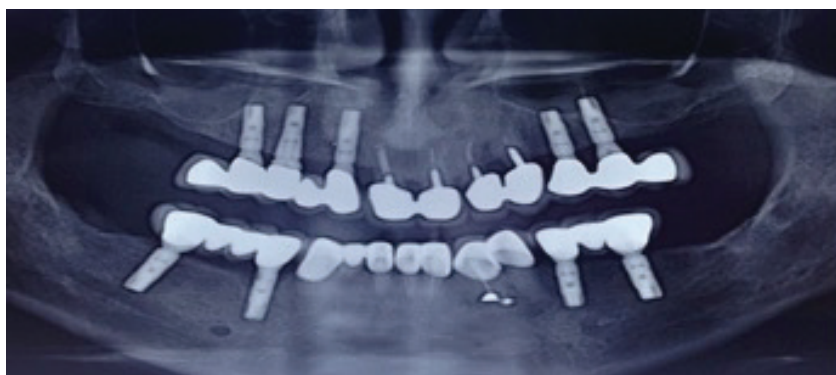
Panoramic radiograph taken a decade later.
